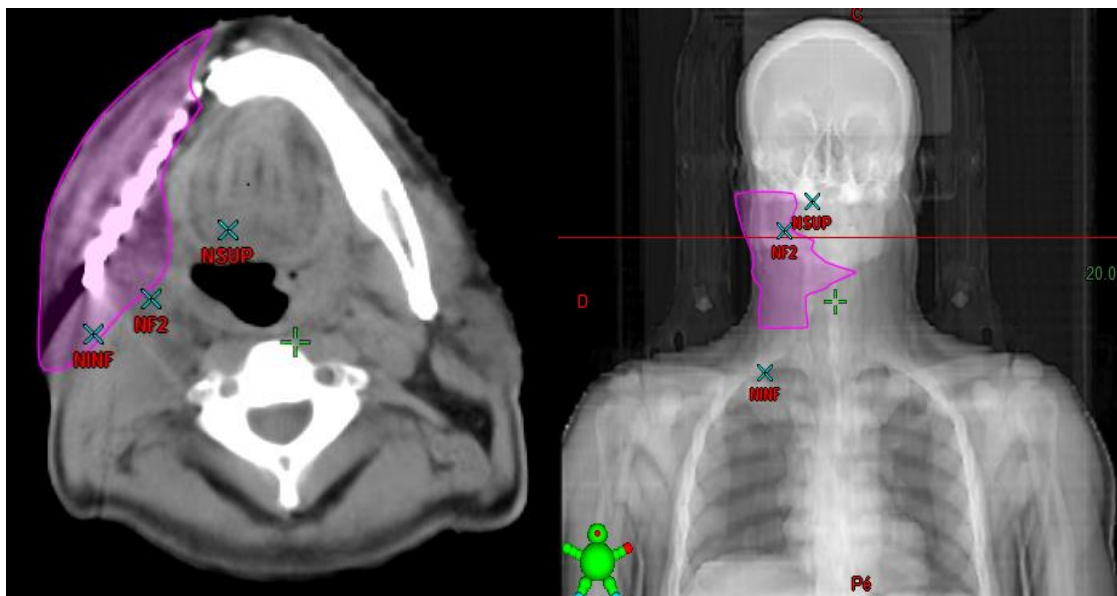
TC de planejamento para a realização de RT através da técnica de IMRT. Observa-se diferentes cortes da TC (axial e coronal) que mostra o delineamento do retalho microvascularizado. (autoria própria)
